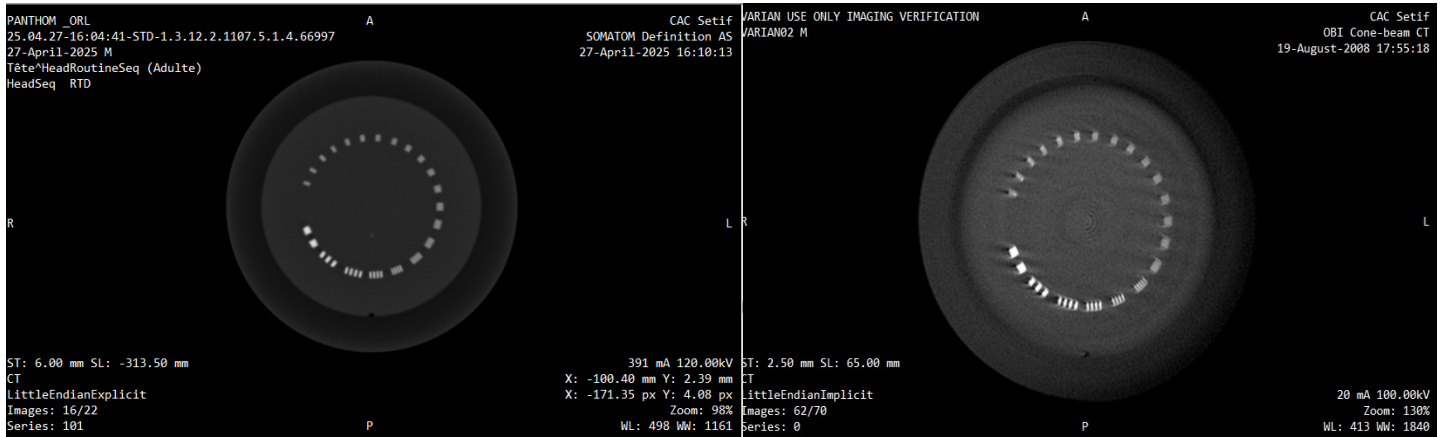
Évaluation de la résolution spatiale dans les systèmes OBI et CT à l'aide du test des paires de lignes
